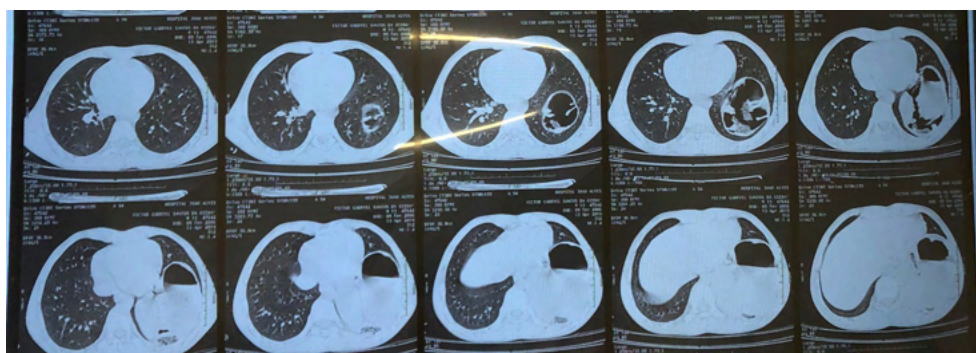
Tomografia de abdome - janela para pulmão: presença de conteúdo herniário em hemitórax esquerdo.
